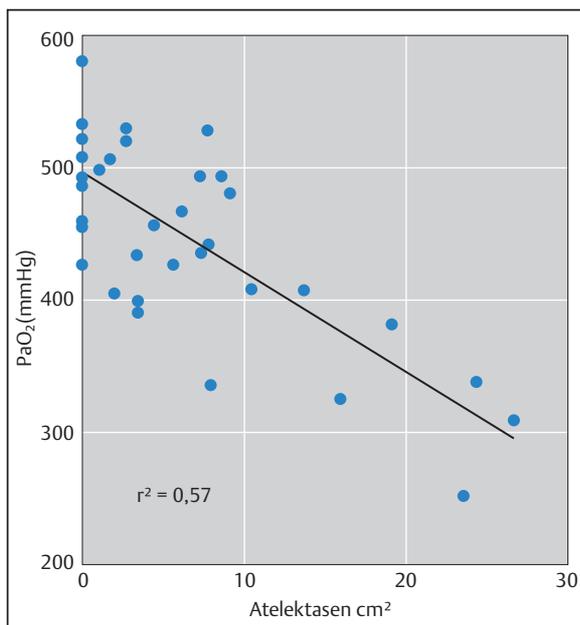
Zusammenhang zwischen Oxygenierung und Atelektasen. Die X-Achse zeigt die Größe der Atelektasen eines transversalen CT-Schnittbildes in [cm²]. Auf der Y-Achse sind die PaO₂-Werte in mmHg aufgetragen. 57 % ($r^2 = 0,57$) der Veränderungen des PaO₂ werden durch die Größe der Atelektasen erklärt (Quelle: Neumann et al. 1999).
